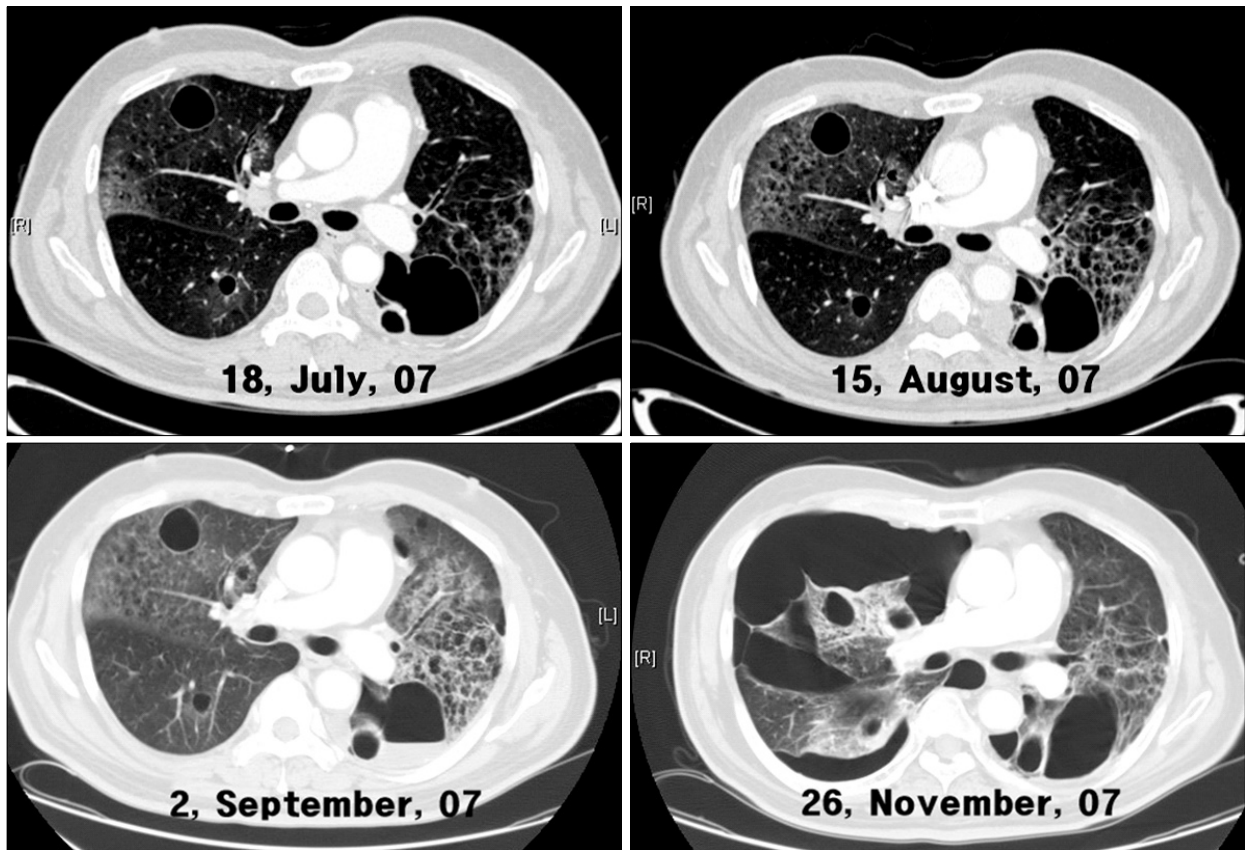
Chest CT scans revealed that multiple cysts have increased in size and number. During disease progression, increased ground glass opacity was observed and pneumothorax was recurred.
